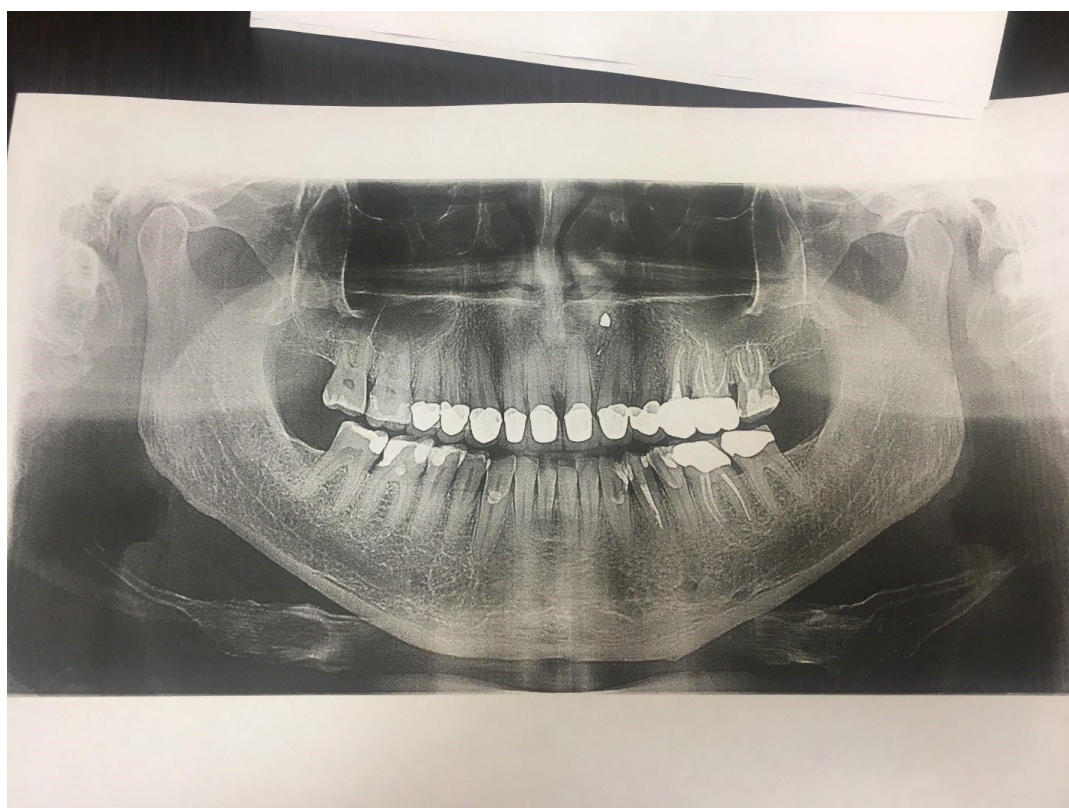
Ортопантомограмма больного П., 48 лет
